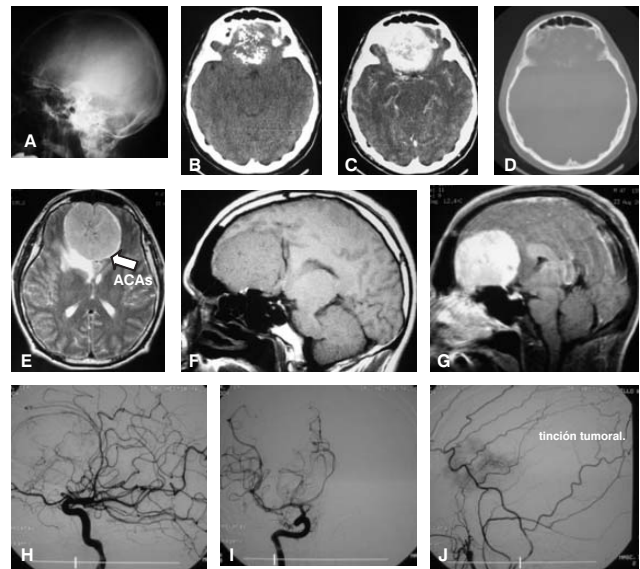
Estudios de neuroimagen para el diagnóstico de meningiomas del surco olfatorio. Radiografía lateral del cráneo (A), TC axial simple (B), contrastada (C), ventana para hueso (D); RM axial T-2 se notan las ACA's (flecha) y plano aracnoideo (E), sagital T-1 simple (F) y contrastada (G); angiografía cerebral lateral de arteria carótida interna derecha (H) y anteroposterior (I) y tinción tumoral por irrigación de ramos etmoidales y arteria meníngea media (J).
